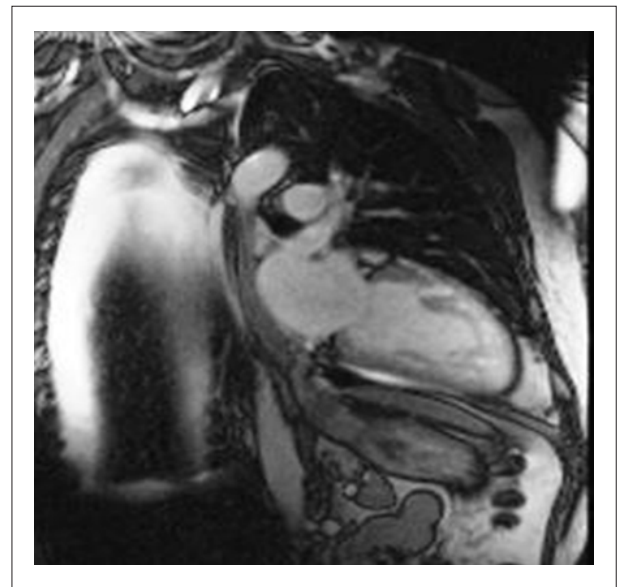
Imagem de ressonância magnética da não compactação da região apical do ventrículo esquerdo.
